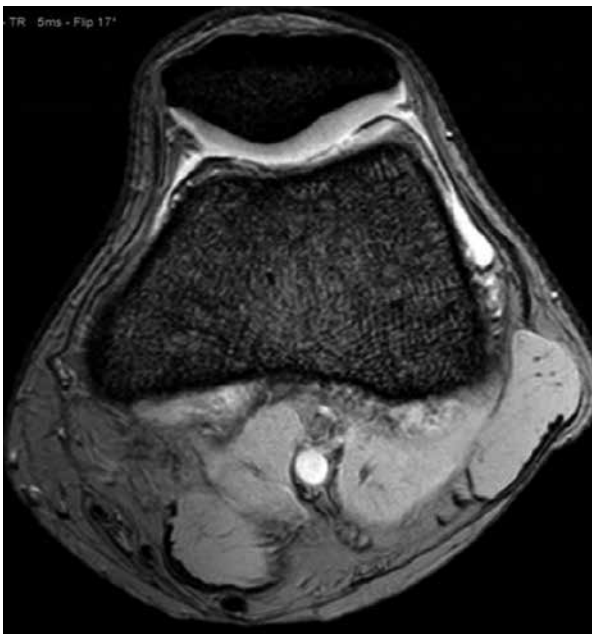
RM rodilla en axial T2 FFE. Condromalacia grado 0: normal.
